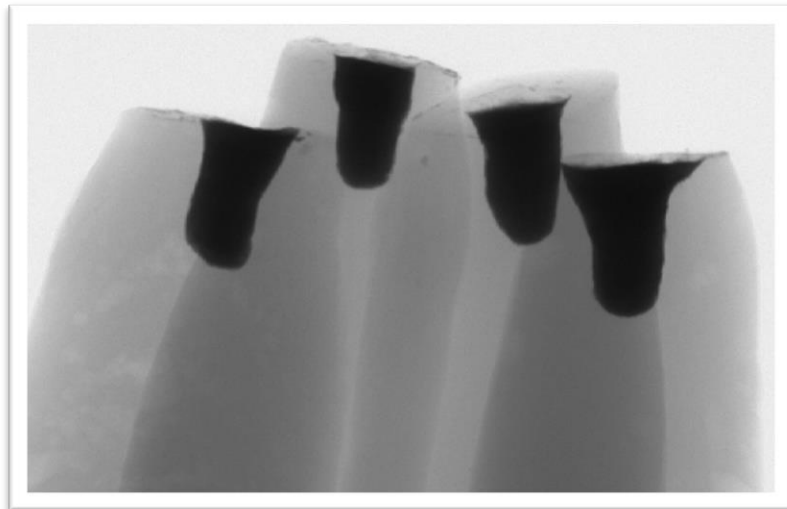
Imagens da digitalização por Micro-CT
